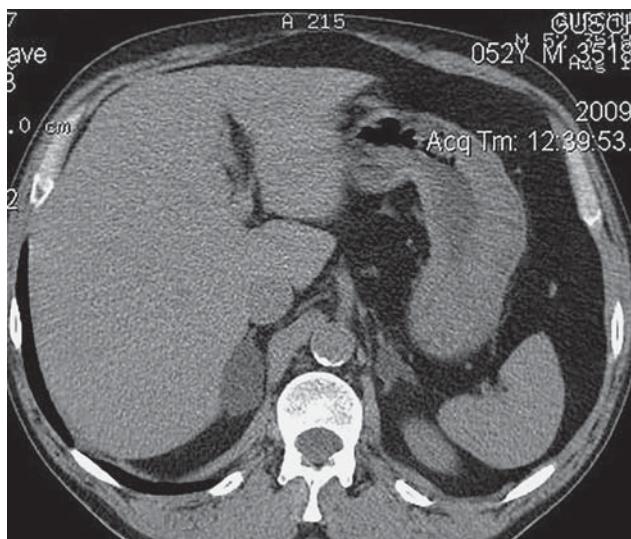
Двусторонняя асимметричная гиперплазия надпочечников при синдроме Конна. Нативная КТ. Оба надпочечника, преимущественно правый, увеличены в размерах, с формированием с обеих сторон образований плотностью 3 + 6 HU.
